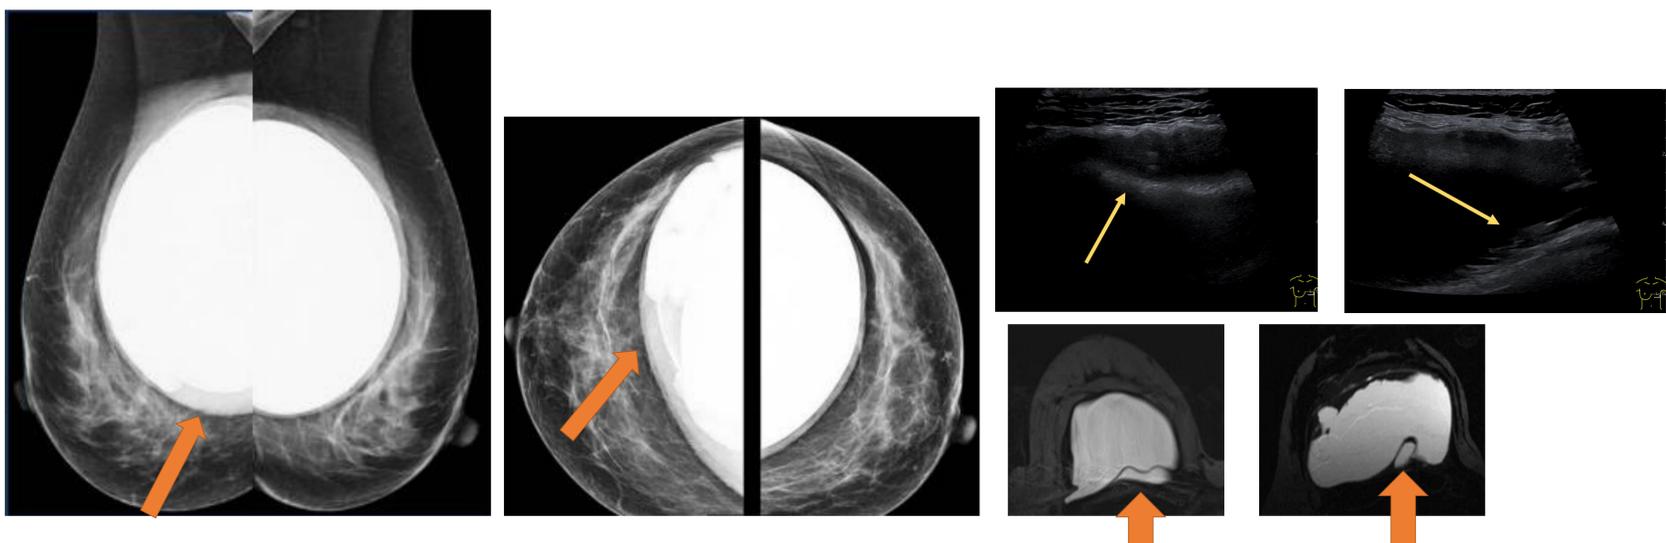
Mamografía proyecciones oblicuo medio lateral y cráneo caudal, ecografía y RM. Separación de la cápsula interna de la externa e interposición de líquido entre ambas.
